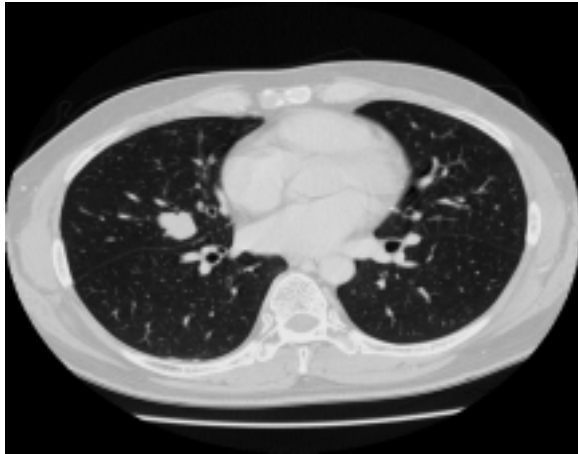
About 2 cm sized lobulated nodule is seen on the right middle lobe of the lung on computed tomography.
